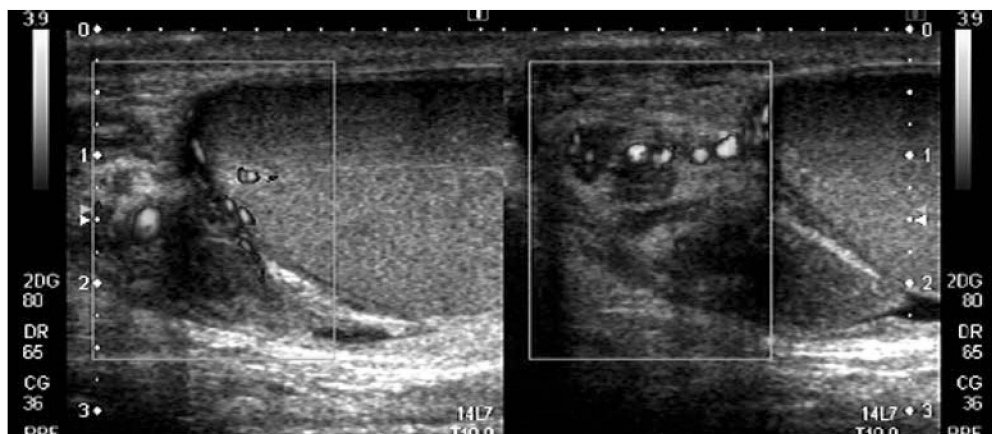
Color Doppler echo showed swelling of right epididymis and dilation of the testicular vein.
